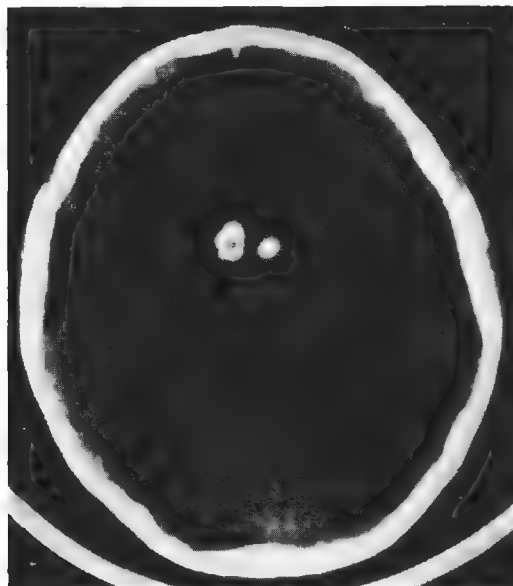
结节性硬化 (男, 8 岁, 颅脑 CT)
